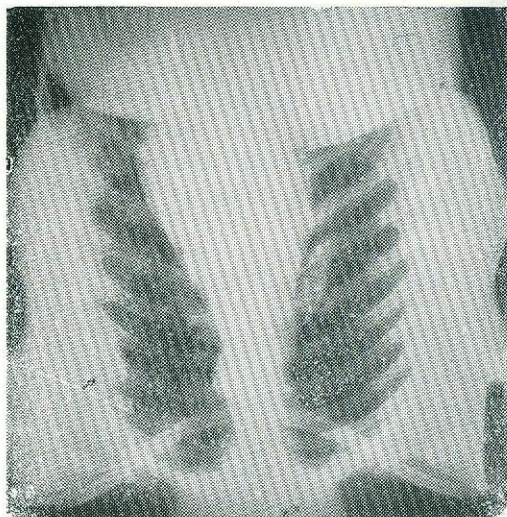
Radiografia em incidência antero-posterior, mostrando imagem tumoral invadindo parede torácica esquerda, penetrando na cavidade pleural e destruindo porção látero-posterior do 5.º arco costal.
